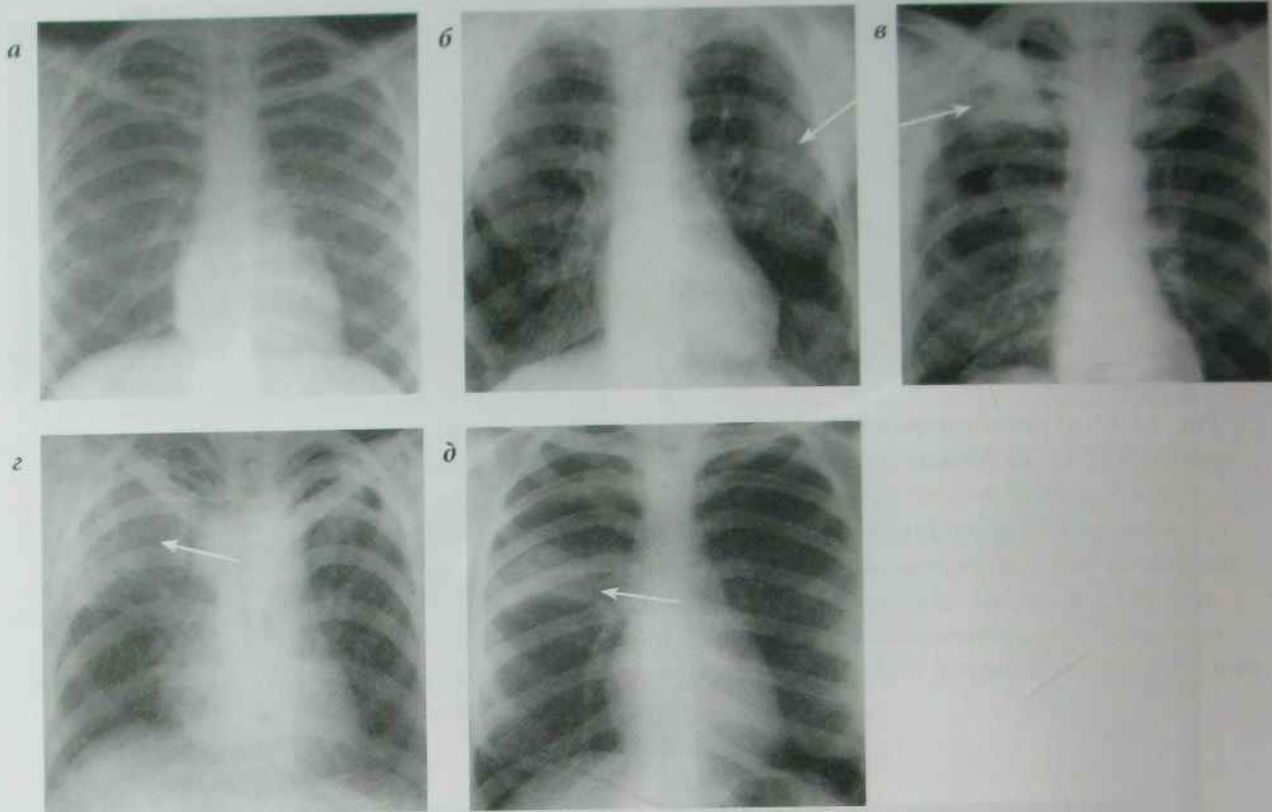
а) рентгенограма ОГП в прямій проекції в нормі; б) рентгенограма ОГП в прямій проекції: в  $S_2-S_3$  на тлі посиленого легеневого малюнка визначаються поліморфні множинні, низької щільності, різних розмірів вогнищеві тіні з нечіткими контурами, корінь лівої легені розширений. Вогнищевий туберкульоз  $S_2-S_3$
